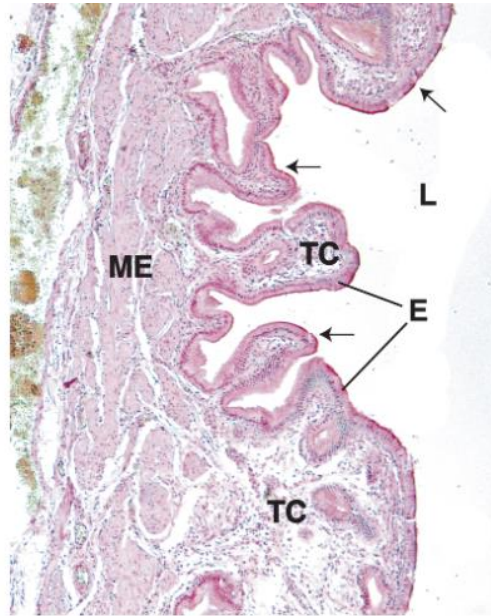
Micrografía a muy bajo aumento de una vesícula biliar vacía que muestra su muscular externa (ME), así como su mucosa plegada (*flechas*). Un epitelio cúbico simple (E) tapiza la luz (L) de la vesícula biliar. El tejido conjuntivo (TC) de la lámina propia no se distingue ($\times 56$)
